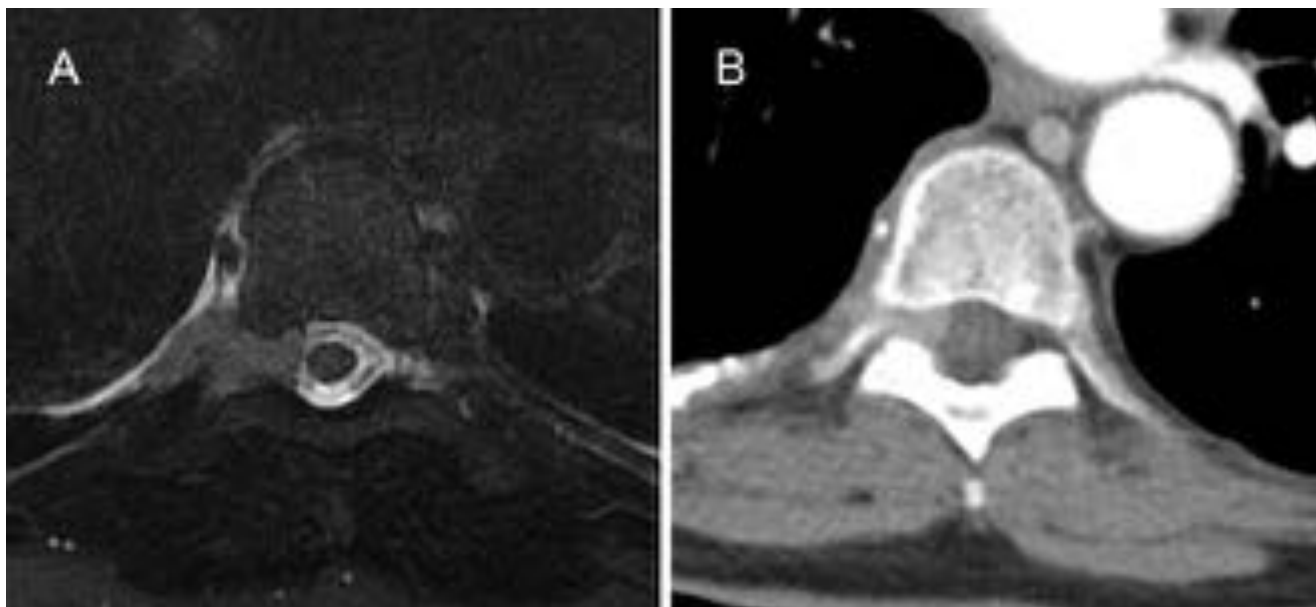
Control postcirugía de resección incompleta de tumor fibroso pleural benigno (mismo caso que en la figura 4). A y B. Imágenes de RM y TC respectivamente. Lesión sólida residual extrapleural que se introduce a través del agujero de conjunción derecho D8- D9, con ensanchamiento del mismo, llegando a contactar con el saco tecal, sin signos de infiltración o compresión del cordón medular ni signos de destrucción ósea vertebral asociada.
